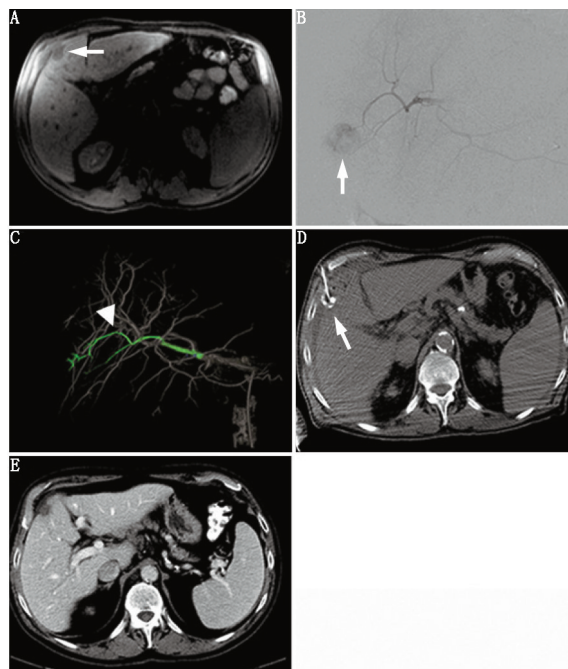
丙型肝炎和肝硬化的肝细胞肝癌患者(男,74 岁)经肝动脉栓塞和经皮乙醇注射图像。A. MRI 示孤立的 2.2 cm $\times$ 1.4 cm 4B 段肿瘤;B~D.通过经导管栓塞术(B,C)和经皮乙醇注射(D)联合治疗肿瘤;数字减影血管造影(DSA)(B)和“flight plan for liver”软件(C)将肝左动脉的第 4 段分支确定为肿瘤供血血管,使用 1 ml 40~120  $\mu$ m EMBO 微球栓塞至淤滞;手术结束时行 CT 成像,靶向定位病变以行乙醇注射(D);E. 14 个月 CT 随访示联合技术实现了良好的局部肿瘤控制
